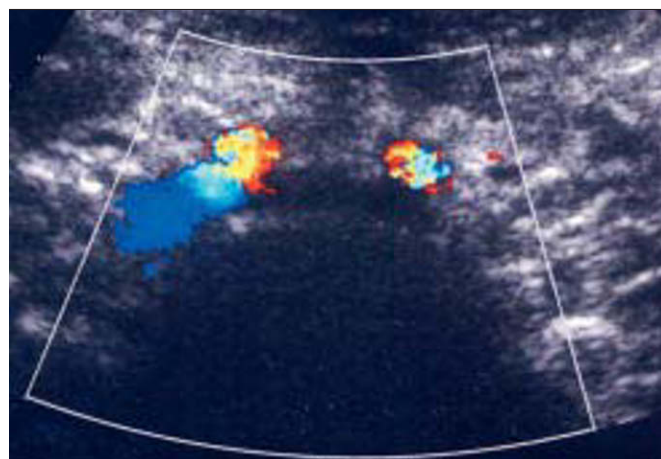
Doppler couleur. Coupe longitudinale de l'axe primitif gauche montrant une absence de flux.
